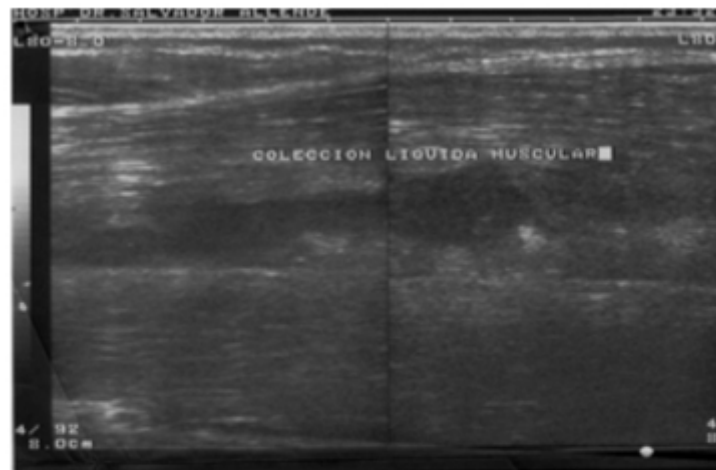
Ultrasonido evolutivo No.3 en el muslo izquierdo donde se observa la colección purulenta en el músculo vasto externo.
